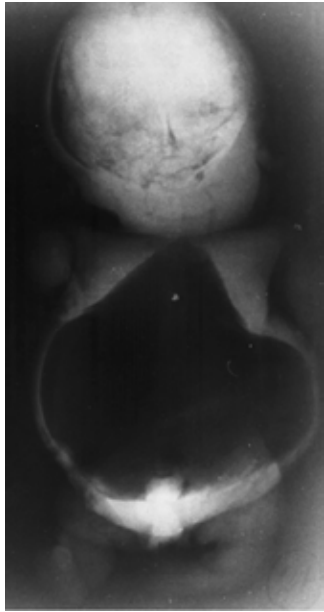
Caso 1 (radiografía).
